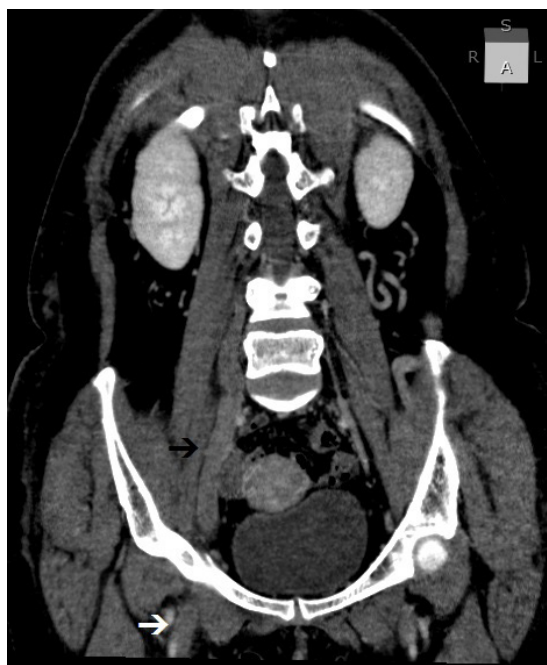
Angiotomografia venosa em corte coronal oblíquo anterior, evidenciando trombose venosa da veia femoral comum direita (seta branca) e do plexo lombar direito (seta preta).
